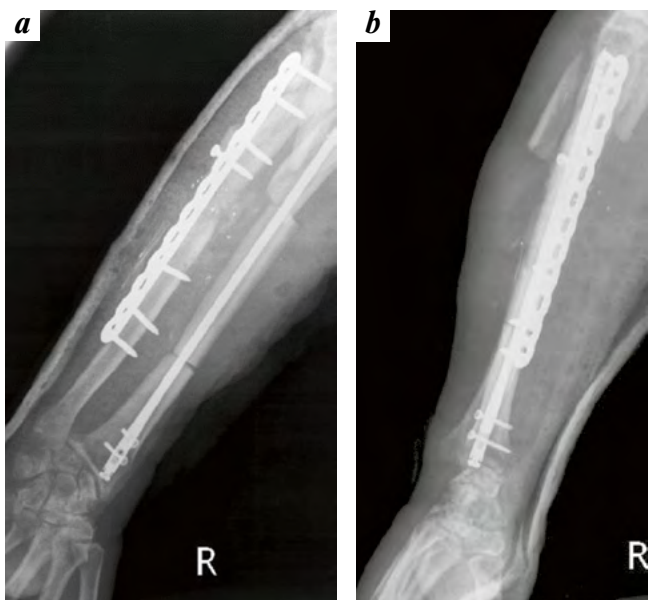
Послеоперационные рентгенограммы правого предплечья раненого З.: а) прямая проекция; б) боковая проекция.
